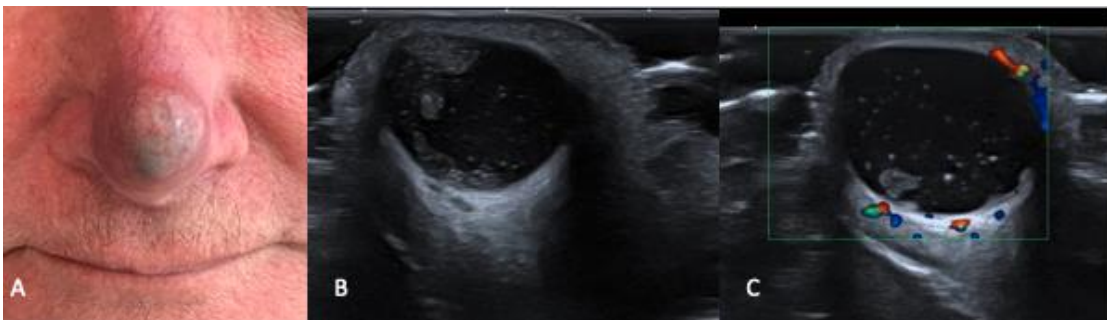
Cisto epidérmico na ponta nasal. A. imagem clínica, B. ultrassonografia no modo B mostrando lesão arredondada, localizada na derme/ subcutâneo, hipocogênica, heterogênea, com focos hiperecogênicos de permeio e artefato de reforço acústico posterior e C. presença de fluxo periférico ao Doppler.
